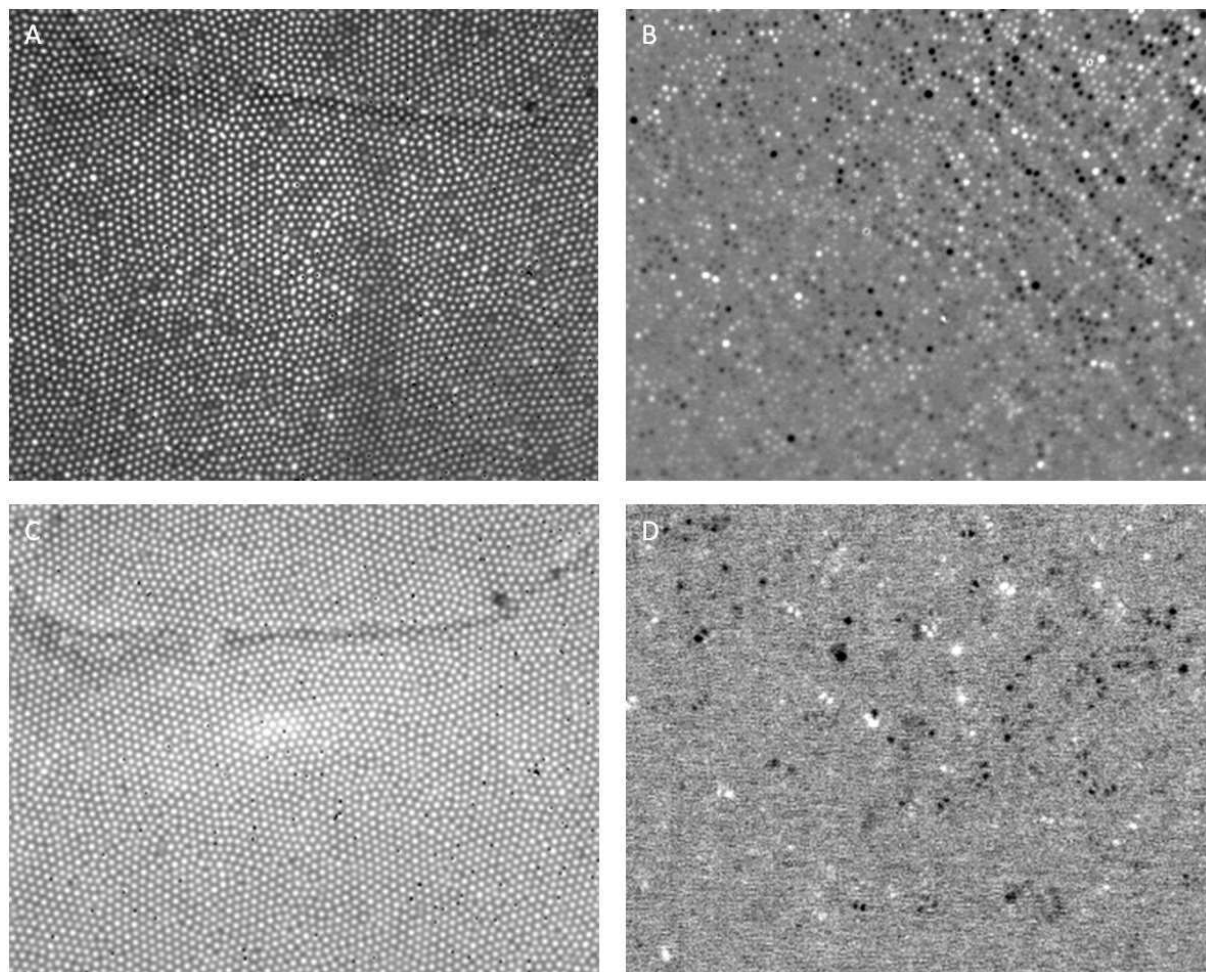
Images directes enregistrées sans filtre (A) et avec un filtre passe-haut à 1100 nm (C), et images tomographiques du signal parasite correspondantes (B)(D).
